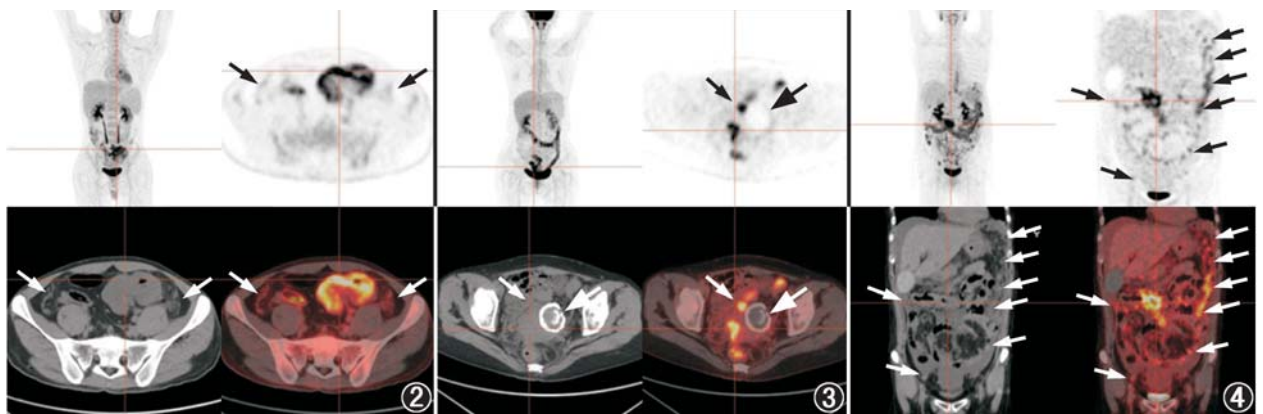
乙状结肠腺癌患者(男,36 岁)¹⁸F-脱氧葡萄糖(FDG)PET/CT 显像图。患者腹膜癌指数(PCI)评分为 12 分。图像示乙状结肠腺癌病灶(十字交叉示)FDG 代谢增高,其最大标准摄取值(SUV_{max})为 11.7;两侧结肠旁沟腹膜转移(PC)呈小斑片、条片软组织密度影(箭头示),FDG 代谢不均匀轻度增高, SUV_{max} 为 2.9
